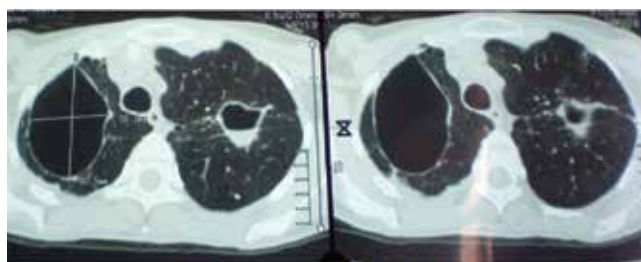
Пациентка Н. КТ ОГК от 22.03.2014 г. (описание в тексте)
